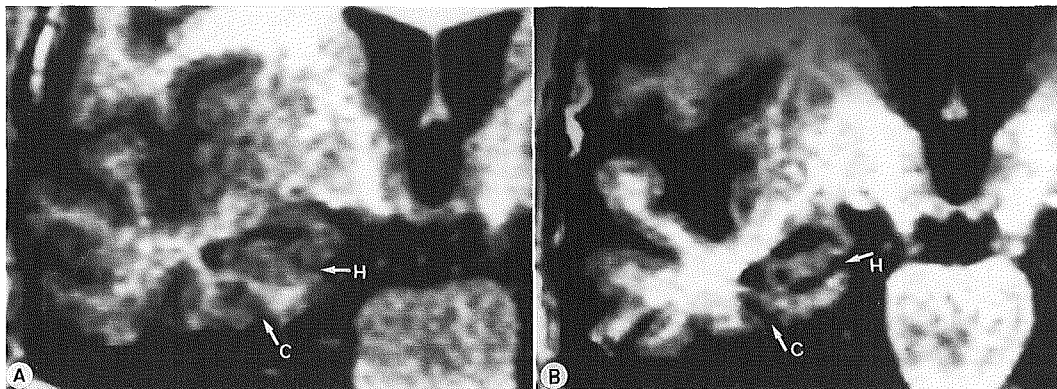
MRI T1強調画像冠状断(A:正常高齢者, B:アルツハイマー型痴呆例)
